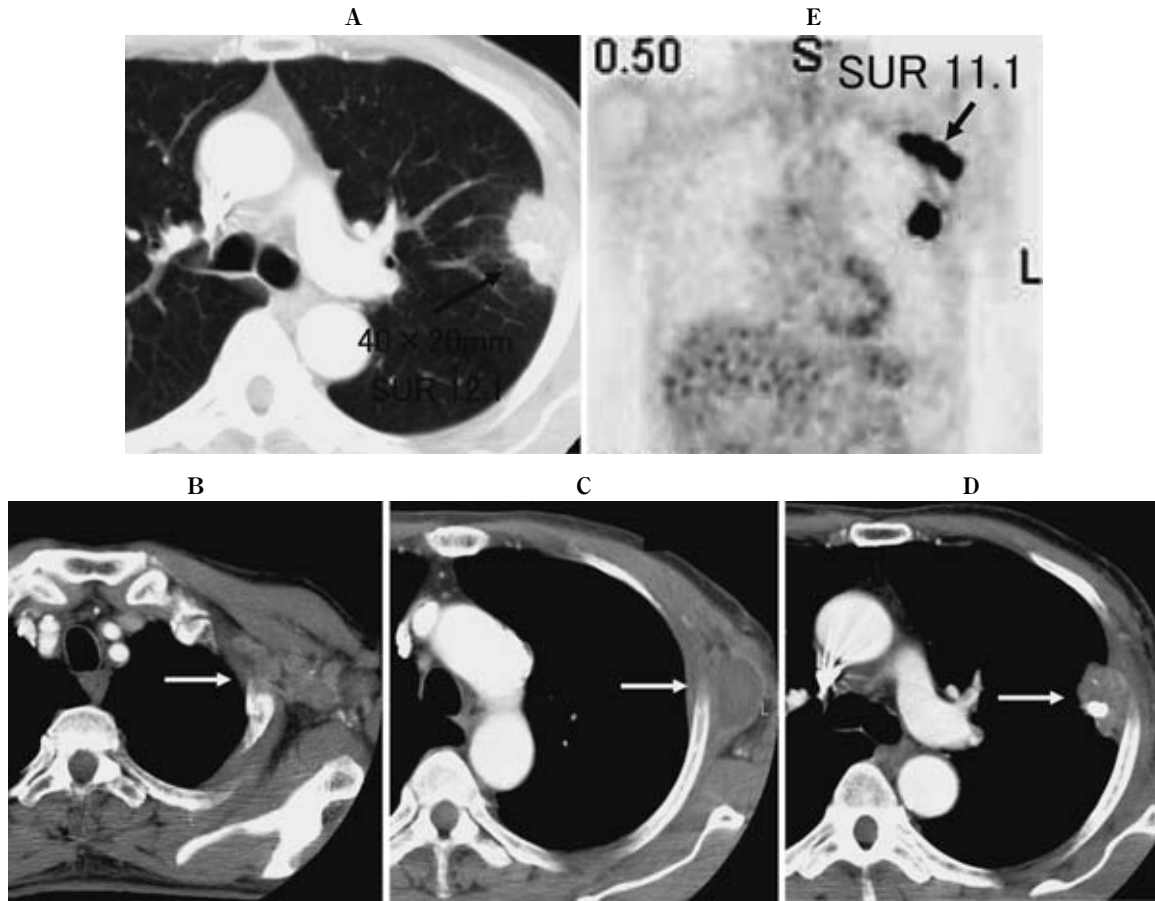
A 68-year-old man with a poorly differentiated adenocarcinoma with direct chest wall invasion and a cystic mass and axillary lymph nodes metastases. CT shows a lobulate mass with punctate calcifications in the left upper lobe with a mean FDG accumulation of 12.1 (A, B, C, D). The cystic mass in the chest wall shows no FDG accumulation, except for mild uptake in the wall of the lesion, and the left axillary nodes show an FDG uptake level of 11.1 that is similar to that of primary tumor.
